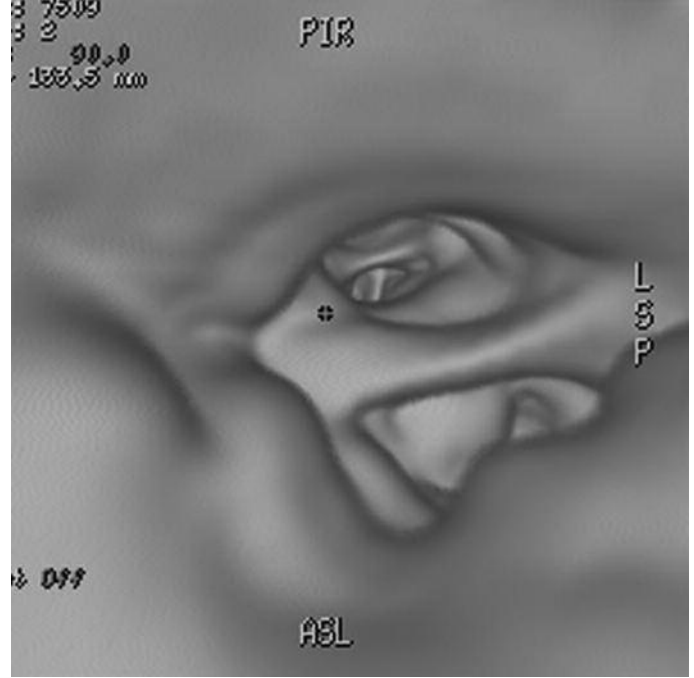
a-b. Multislice BT'de sanal bronkoskopi görüntülerinde trakea ve ana bronşlarda polipoid görünümler izlenmekte olup trakeanın posteriorunun korunduğu dikkat çekmektedir.
